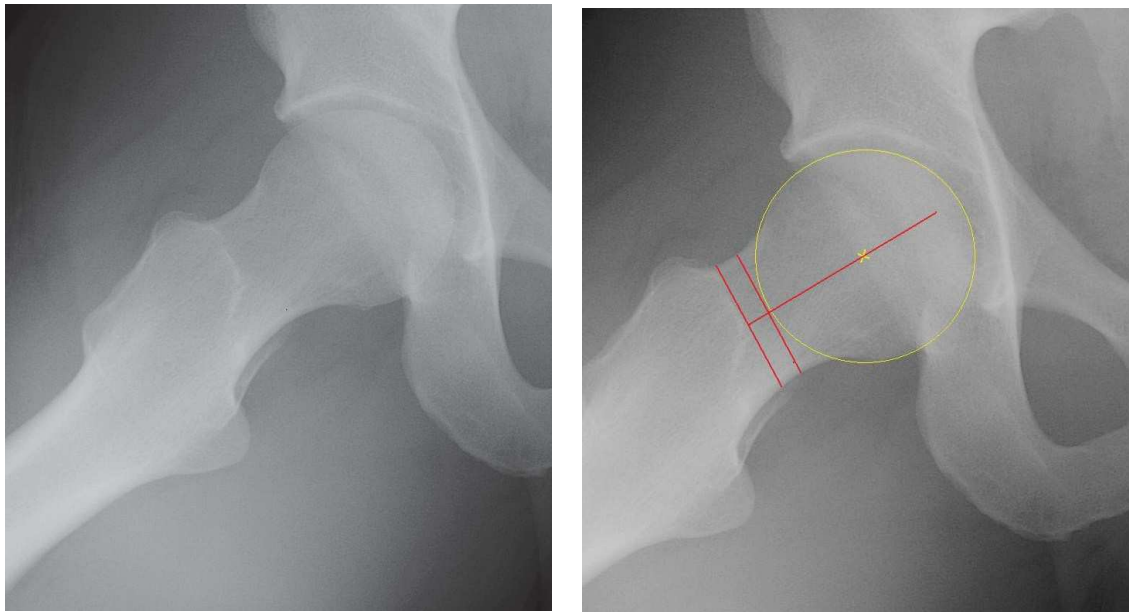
a) Radiographie de profil de hanche ($45^\circ / 45^\circ / 30^\circ$) chez un patient sain.
